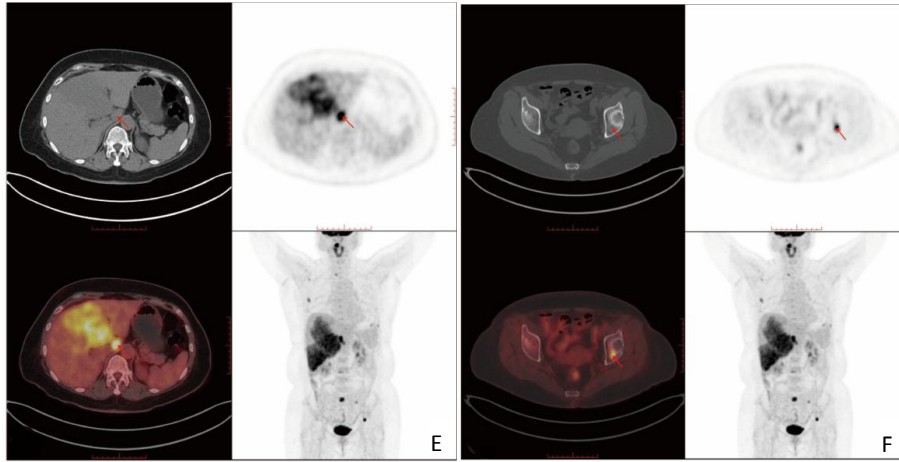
61岁女性原发性肝脏神经内分泌肿瘤患者头部+躯干 ^{18}F -FDG PET/CT图
